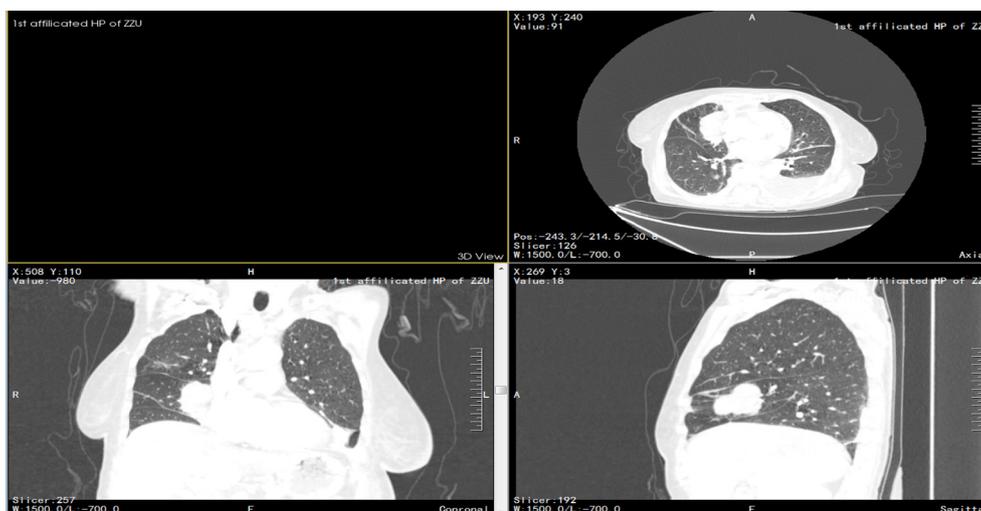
胸部增强CT示右肺中叶纵隔旁可见软组织团块影,边缘可见毛刺,可见胸膜牵拉,约51 mm × 22 mm
